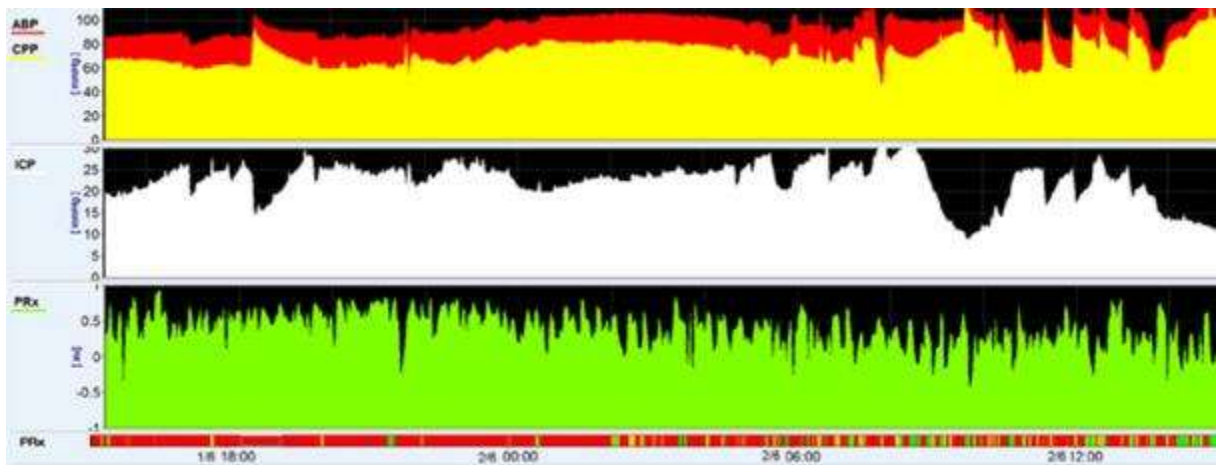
Первые сутки наблюдения в ОРИТ. Тренд компьютеризированного нейромониторинга пациента 29 лет с тяжелой ЧМТ. АВР/СРР – среднее артериальное и церебрально-перфузионное давление (САД/ЦПД). ICP – внутричерепное давление (ВЧД). Prx – коэффициента ауторегуляции в виде непрерывное корреляционной зависимости.
